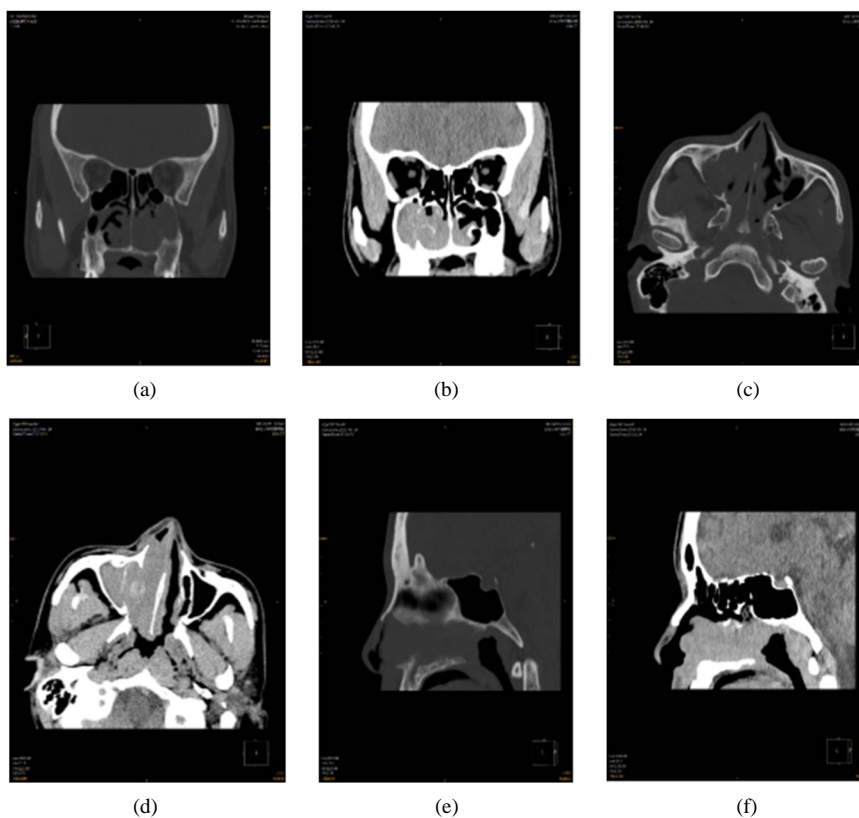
Imaging performance: Para sinus CT
